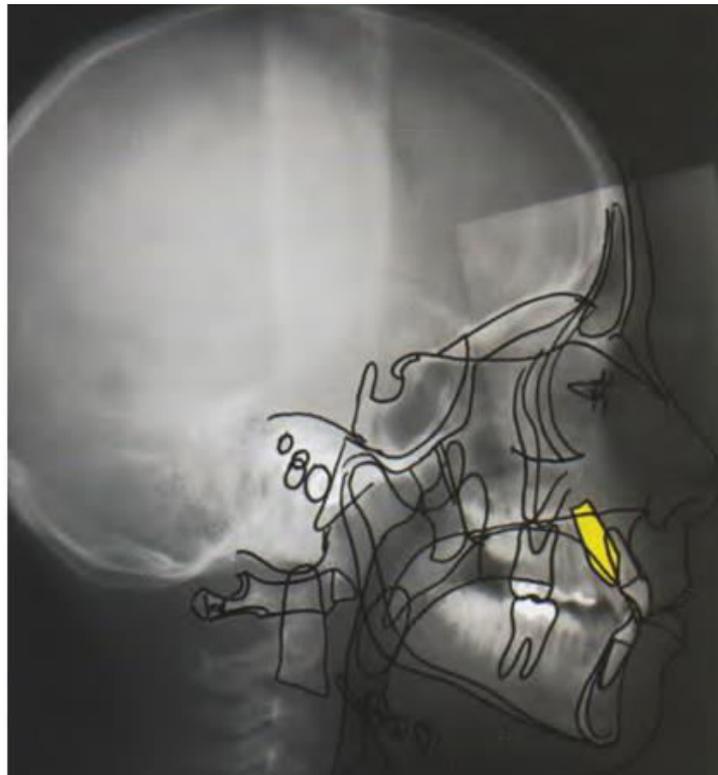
Téléradiographie de profil à projection sagittale de la canine révèle une inclinaison mésiale de l'axe [63].
